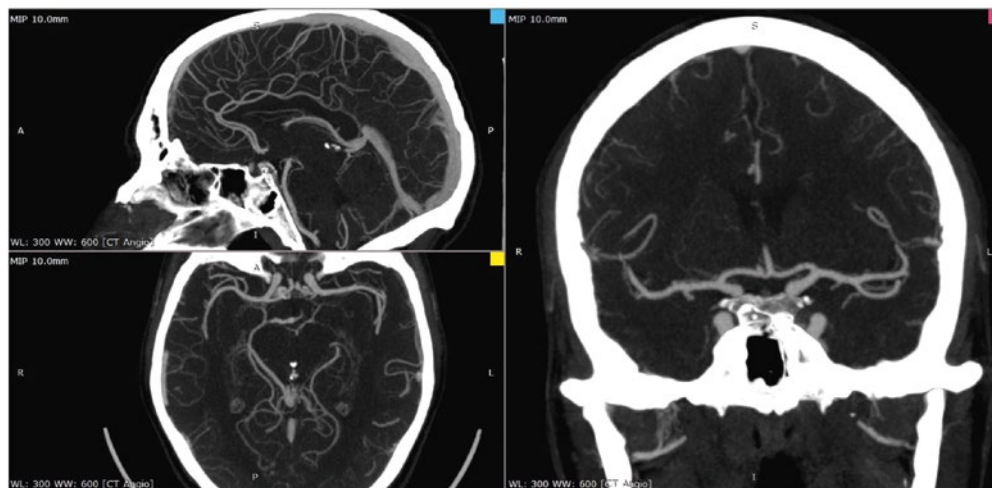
КТ - ангиография головного мозга
